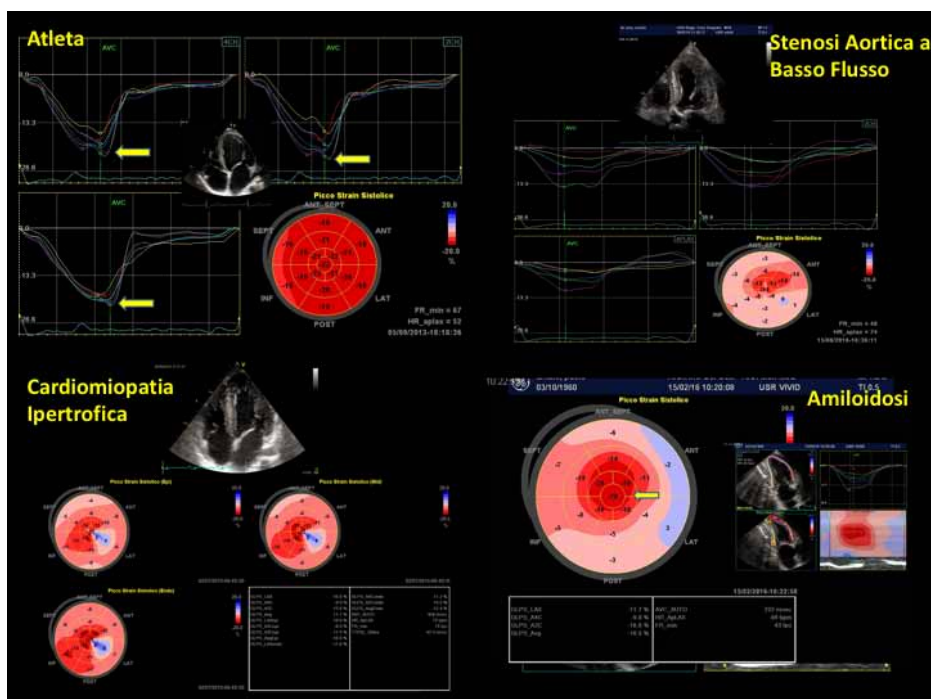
Valutazione ecocardiografica dello strain in diverse condizioni di ipertrofia. Il 2D strain identifica diversi pattern di compromissione della funzione miocardica in modelli di ipertrofia fisiologica (atleta) o patologica (stenosi aortica, cardiomiopatia ipertrofica, amiloidosi).
